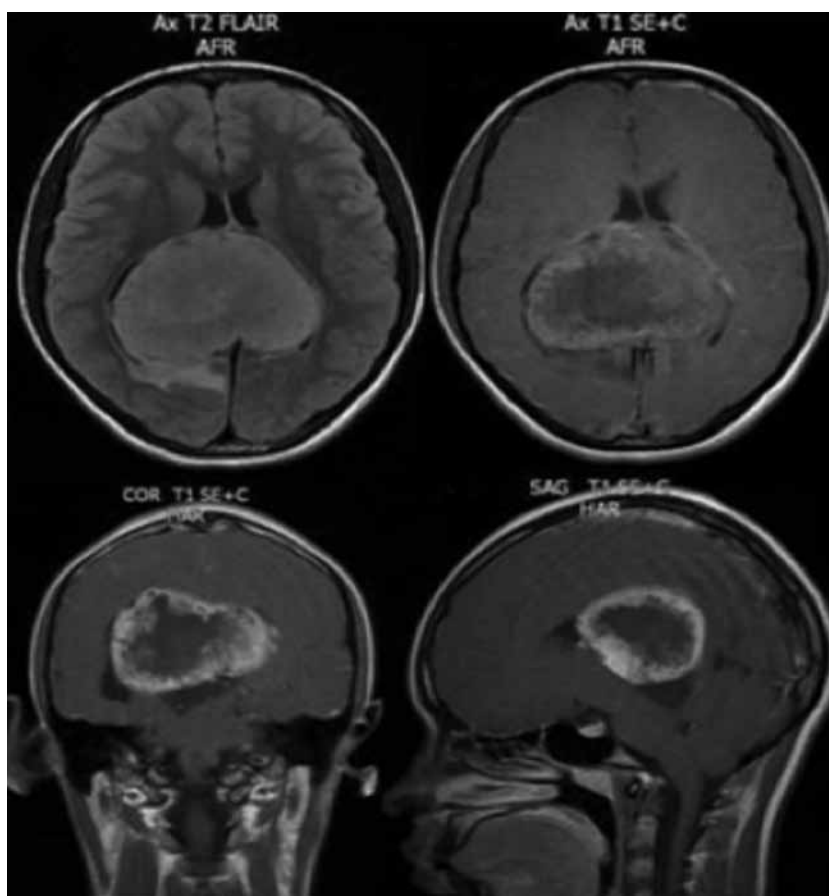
RM Cerebral: tumor intraventricular en el atrio que compromete ambos ventrículos laterales, el cual realza con el contraste de manera heterogénea con hipodensidad en su parte central hace compresión sobre el diencéfalo y la región pineal, dimensiones aproximadas de 50x78x56 mm; ejerce también importante efecto compresivo sobre el sistema ventricular en particular los atrios, con desplazamiento hacia anterior del mesencéfalo y puente, asociado a edema vasogénico parietal derecho.
